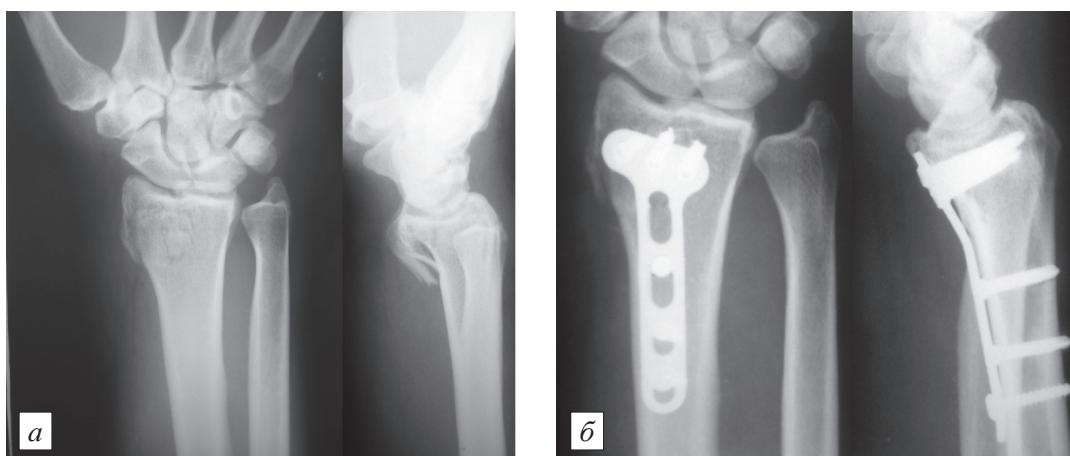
Рентгенограммы пациента К., 45 лет.
